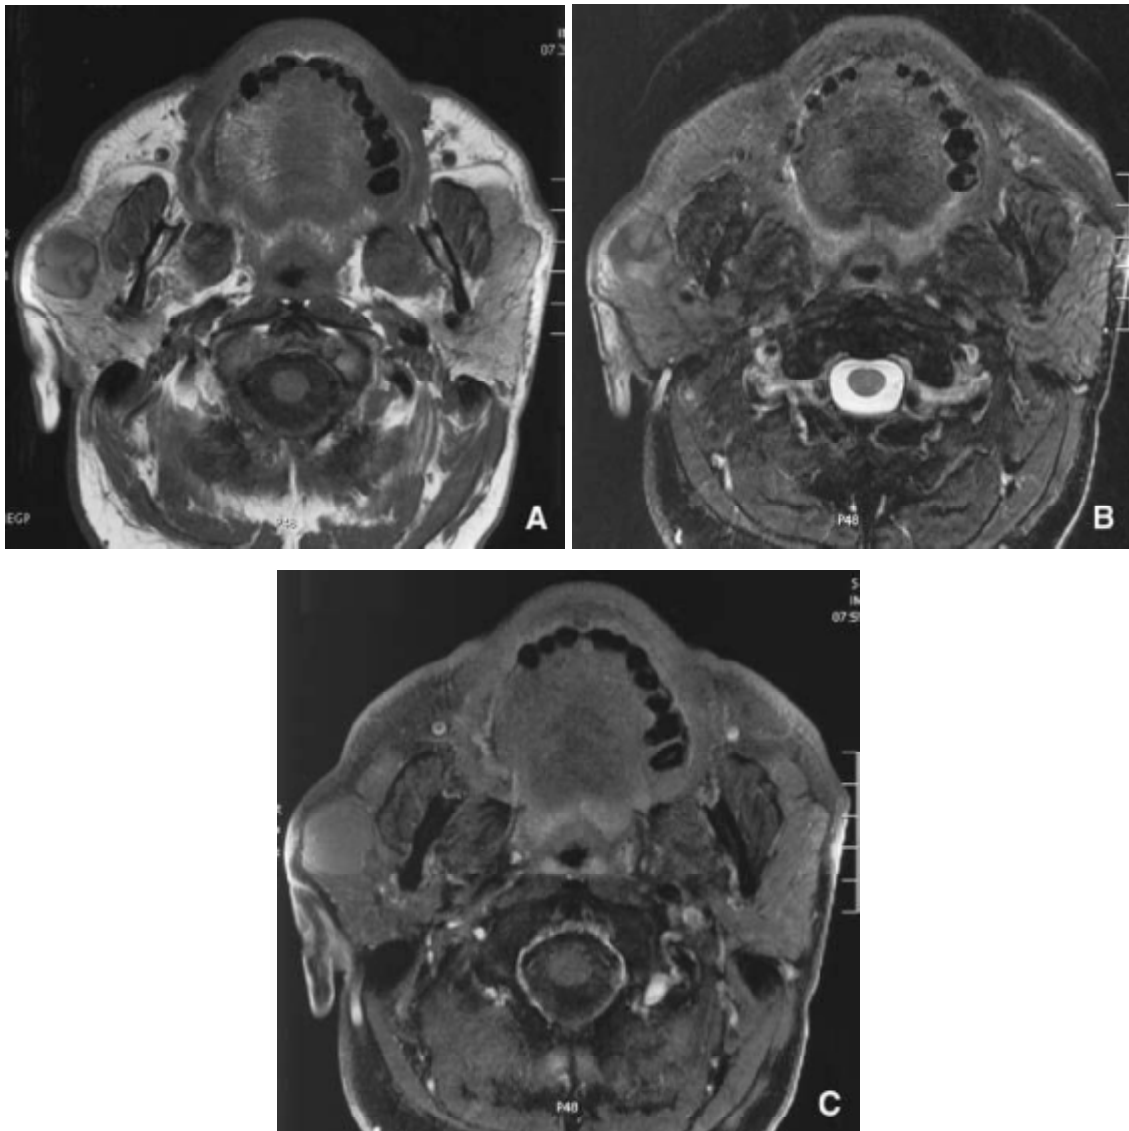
Examen IRM d'une tumeur de Warthin. La tumeur est ronde, à contours réguliers, prenant la partie superficielle de la glande parotide droite. La tumeur apparaît en signal hétérogène avec des zones d'hyper intensité en séquence pondérée T1 (A), en signal hétérogène avec des zones d'hyposignal et d'hypersignal en séquence pondérée T2 (B) et ne se rehausse pas après injection de gadolinium (C)
